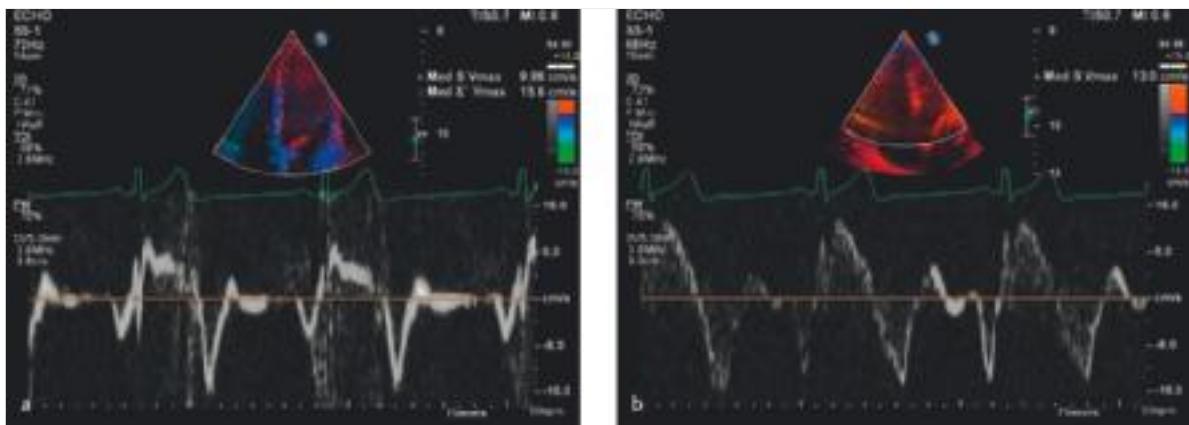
Gewebedoppler (TDI).
